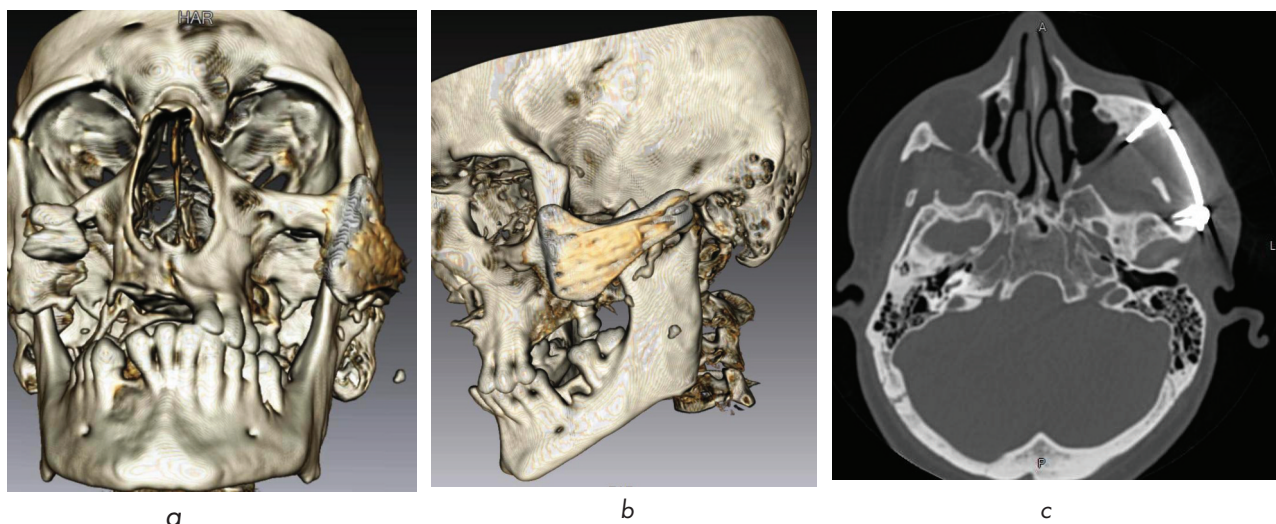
Рентгенологическая картина лицевого черепа пациента К. после оперативного лечения: а – фронтальная проекция; б – левая латеральная проекция; в – аксиальная проекция
